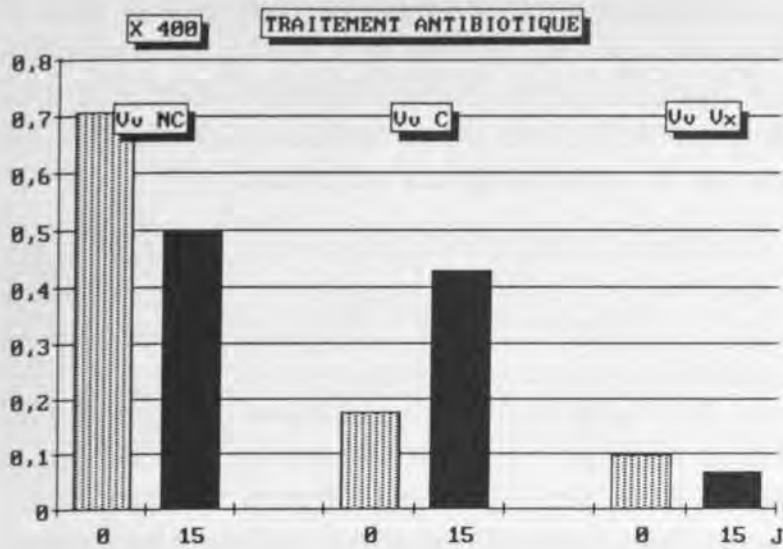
Diminution significative de la densité volumétrique de la substance non collagène, Vv (NC, TC), ainsi que de la densité volumétrique des vaisseaux, Vv (Vx, TC) et une augmentation significative de la densité volumétrique du collagène, Vv (C, TC). M.O. x 400.
